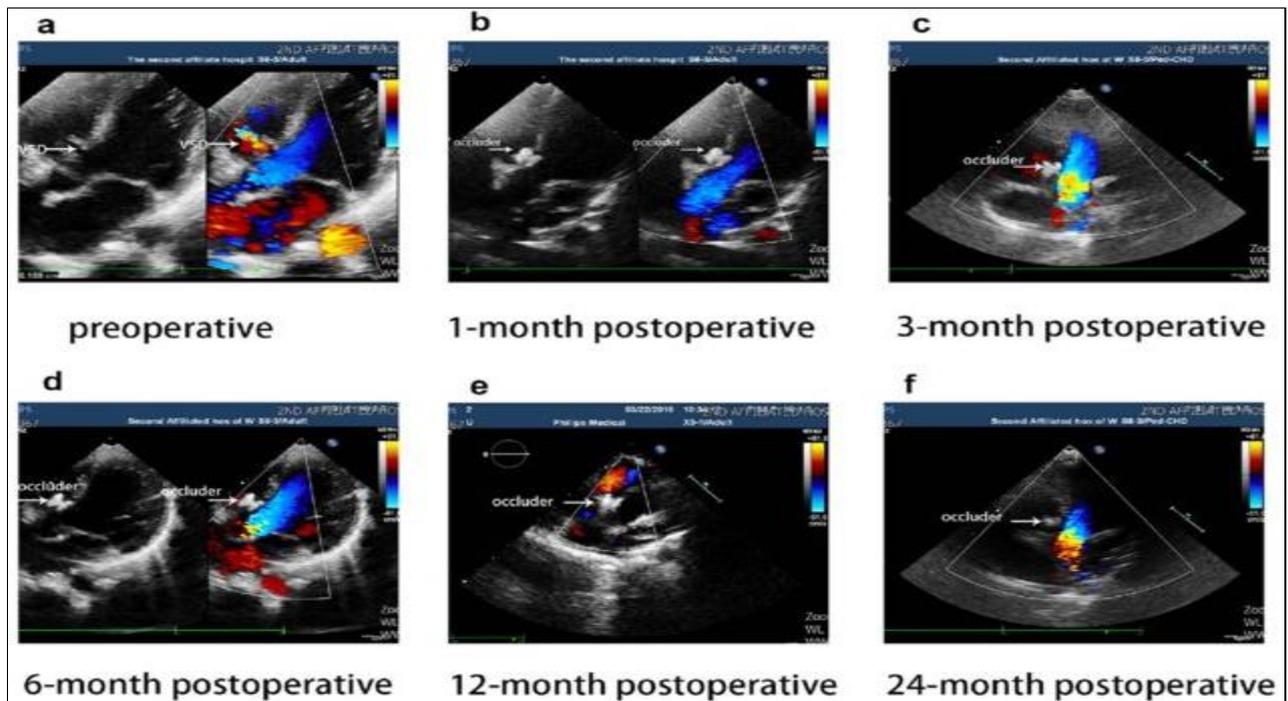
Échocardiographies de contrôles : vue à 04 chambre avec CIV, de la préopératoire au suivi à 2 ans (Enfant de 26 mois). [184]
